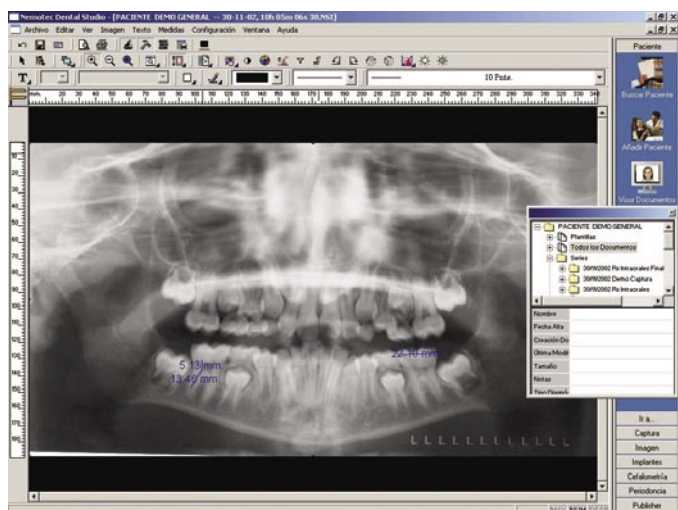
Radiografía panorámica digital en el monitor del ordenador.
